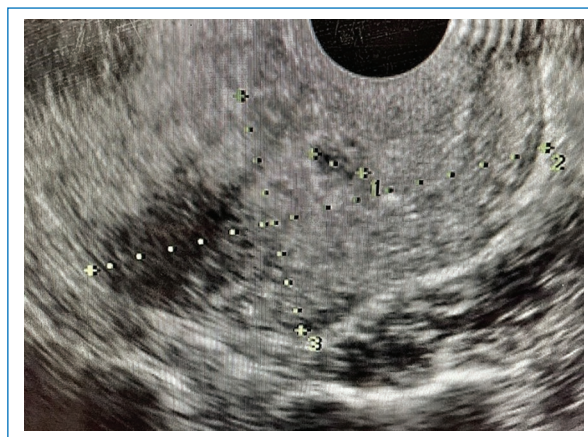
Ultrasonido a las 3 semanas.
